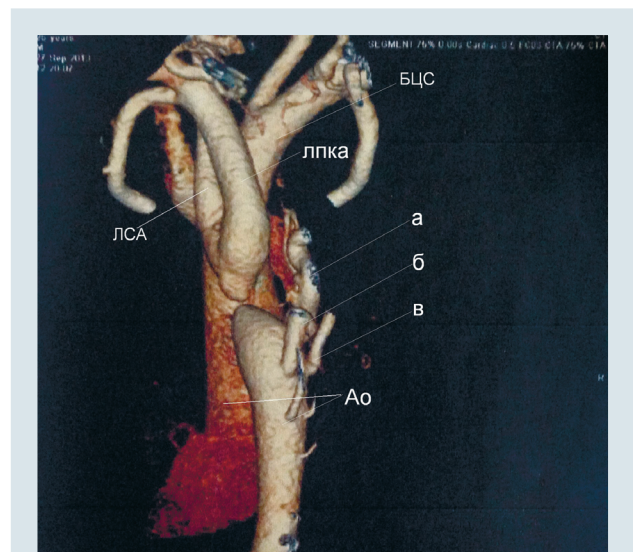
КТ-зображення (3D) дуги аорти зі спини (пояснення в тексті)
